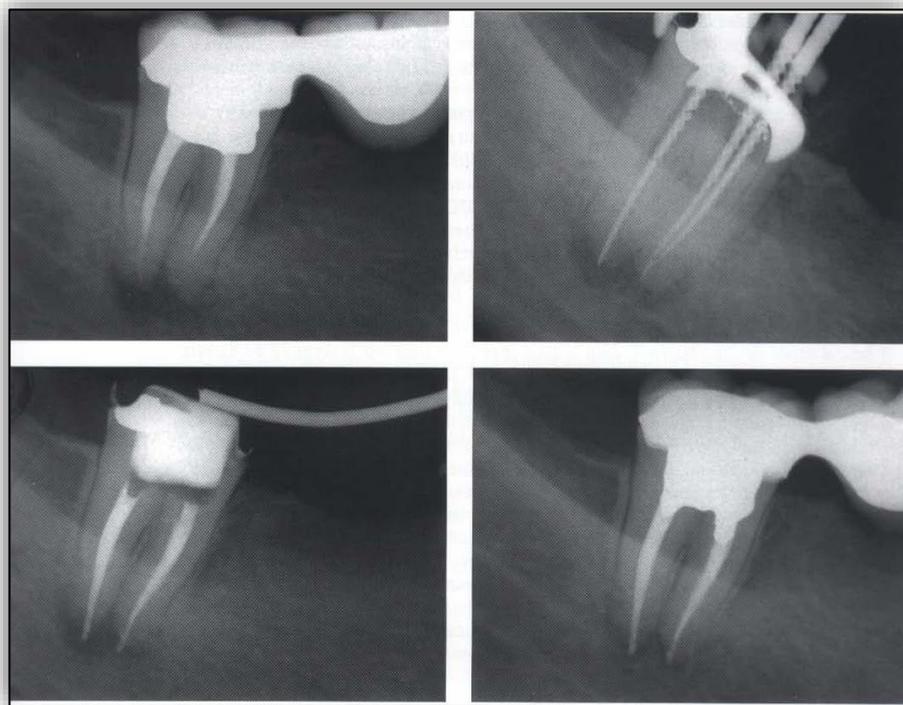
Clichés radiographiques (pré, per et post opératoire) montrant une sous obturation avec un échec du traitement endodontique nécessitant la reprise du traitement avec une obturation étanche [43].
